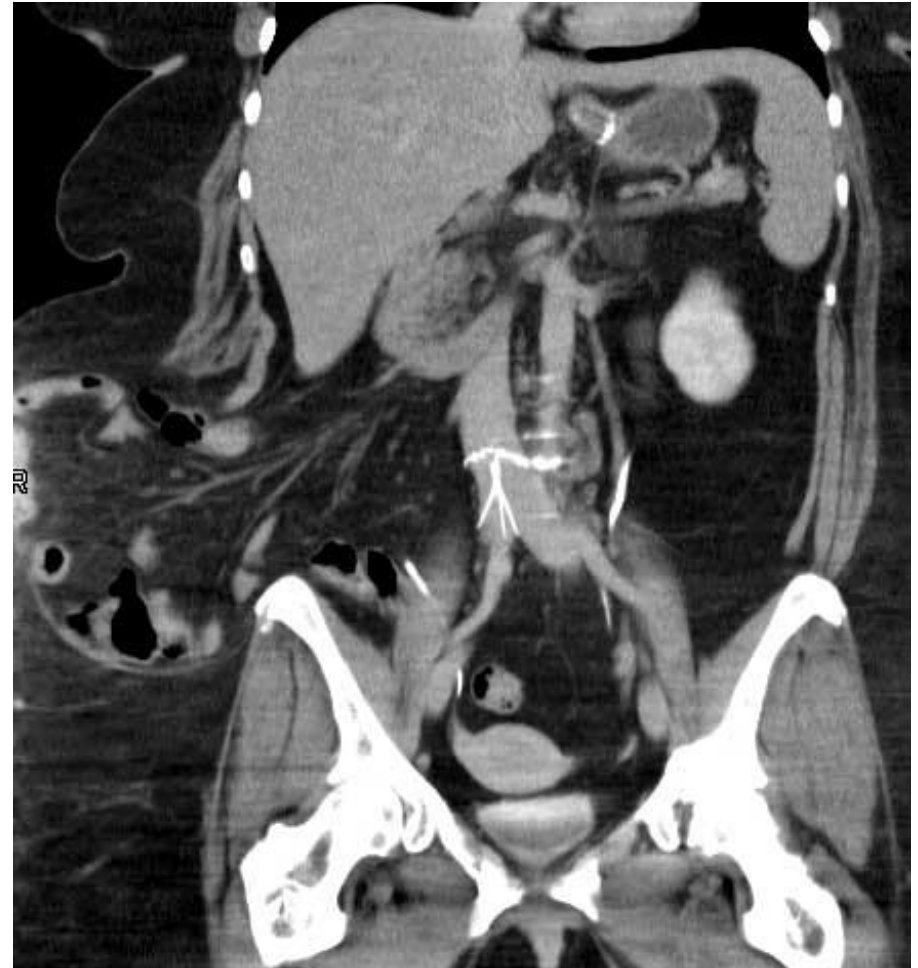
Tomografia computadorizada de abdome demonstrando hérnia lombar esquerda.
